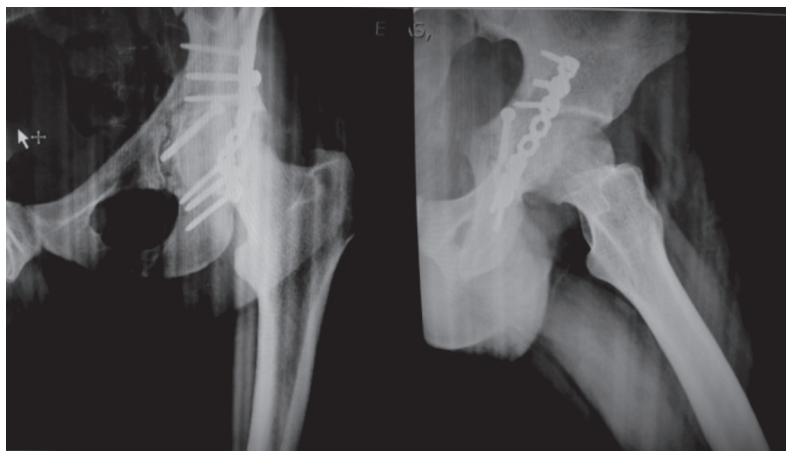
Radiografia 6 semanas de pós operatório. Fonte: Arquivo pessoal
